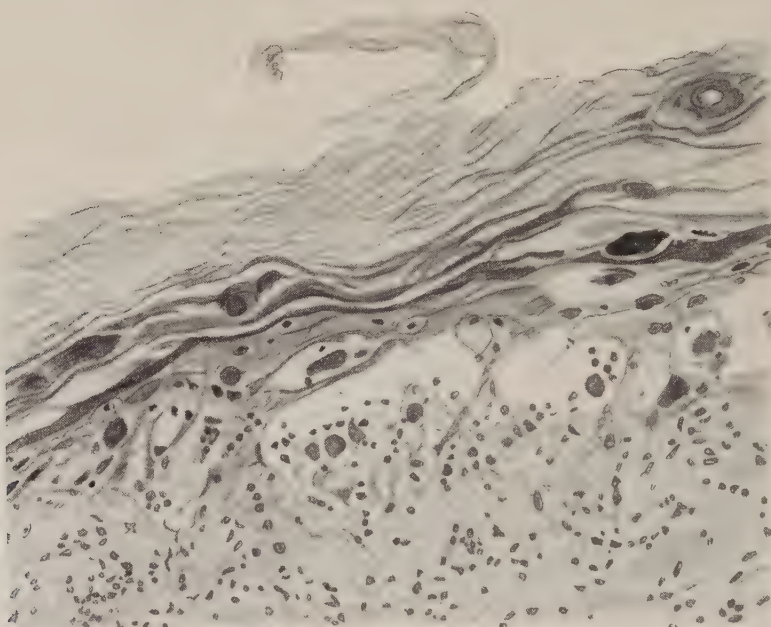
Menschliche Haut der Brustregion im Stadium der akuten Röntgenreaktion. Nach Regaud. Dreimalige Bestrahlung in zweitägigen Intervallen. Gesamtdosis = 17 H. (vermutlich = zirka $1\frac{1}{2}$ H.E.D.). Exzision 34 Tage nach der letzten Bestrahlung. Noch stärker vorgeschrittene Depopulation der Epidermis. An der Stelle des Stratum germinativum befinden sich nur noch vereinzelte, mit pyknotischen Kernen versehene Zellreste. Teilweise liegt das Stratum corneum direkt der Kutis bzw. einem entzündlichen Erguß, der sich zwischen Epidermis und Kutis entwickelt hat, auf.
